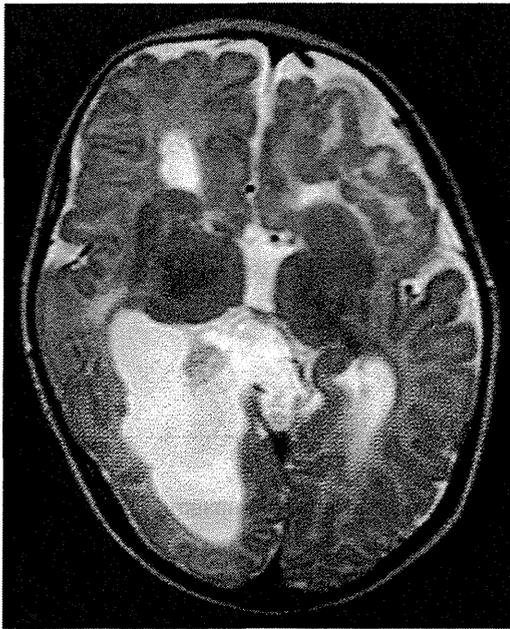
Aicardi症候群2カ月女児の頭部MRI, T2強調画像軸状断
